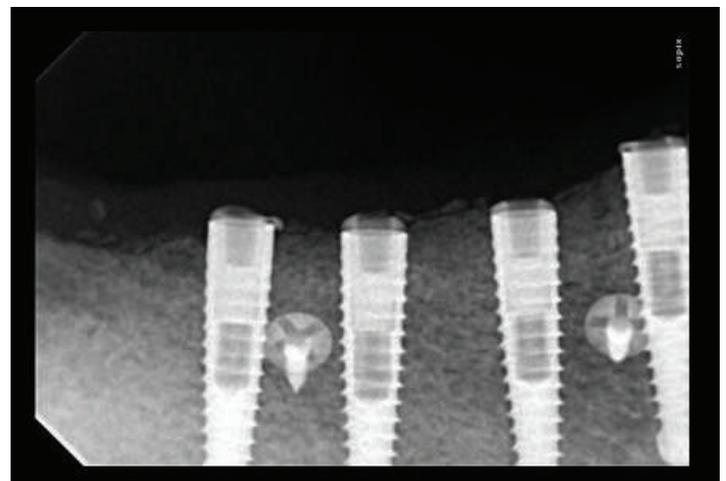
Radiografia endorale effettuata alla fine dell'intervento che evidenzia la posizione degli impianti e la presenza dei chiodini di stabilizzazione della membrana riassorbibile.
